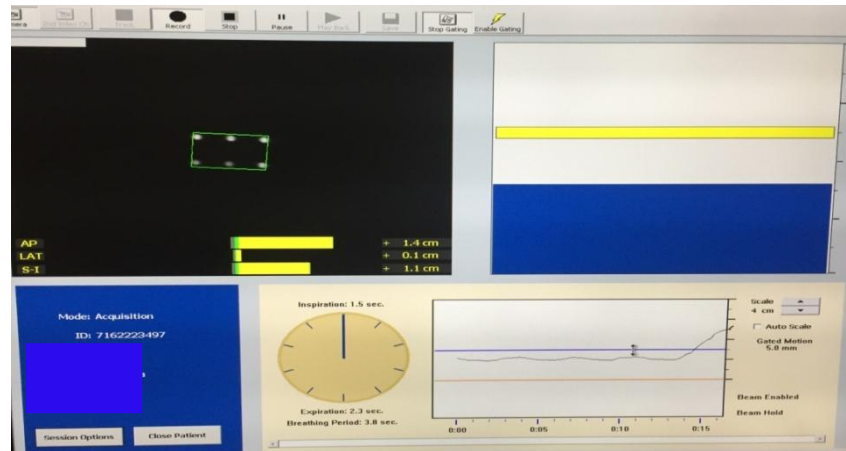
Respiratory gating – marker blok na hrudníku při plánovacím CT
